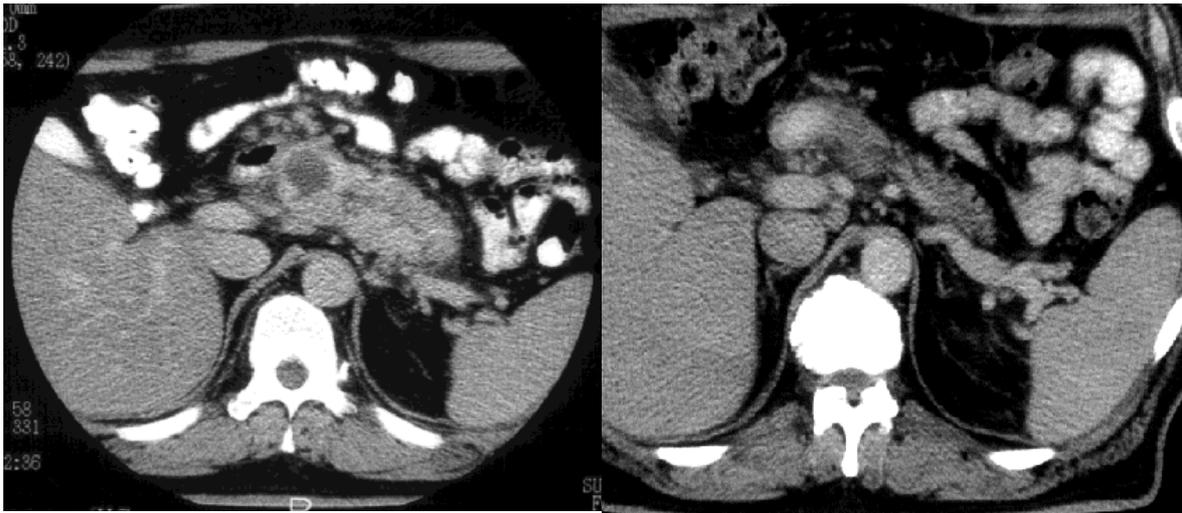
CT-Bilder eines Patienten mit partieller Remission (*links vor Therapie, rechts unter Therapie*)
